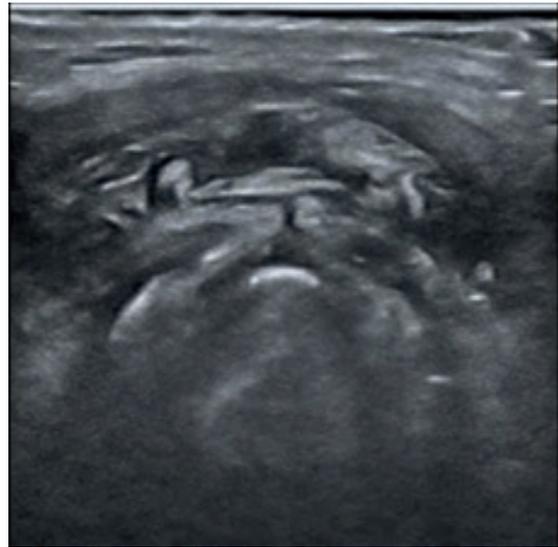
Ecografía de región anterior del cuello. Imagen en “empedrado” sin colecciones susceptibles de drenaje quirúrgico. Fuente: tomado de la historia clínica del paciente.
